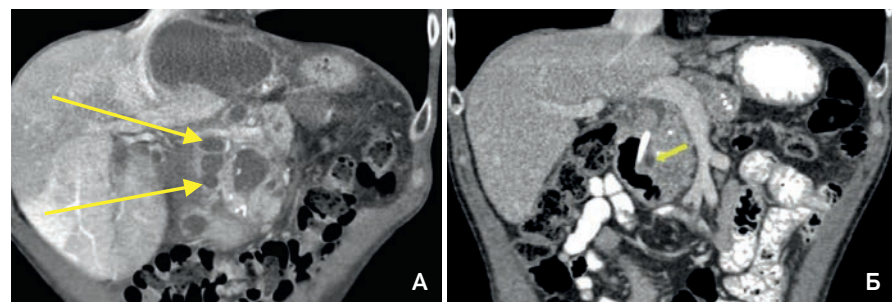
Томограммы больного К. до и после операции
